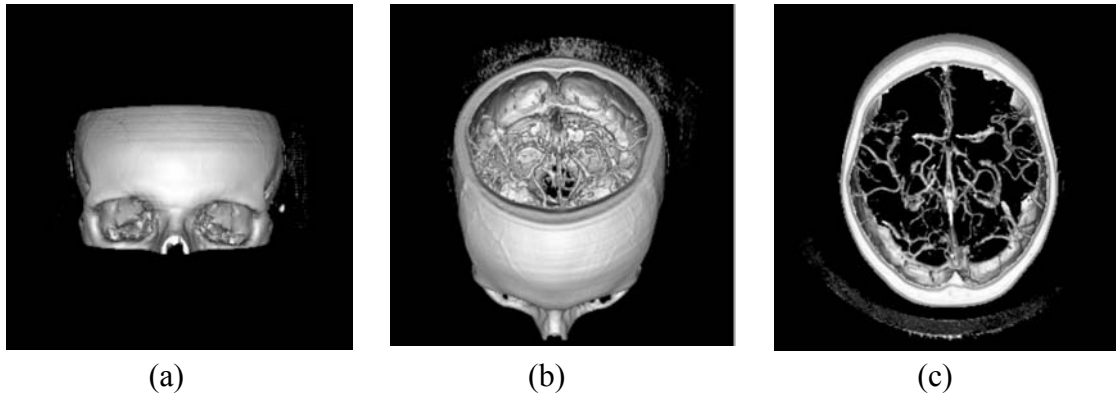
Imagens geradas por *ray casting* a partir de dados volumétricos obtidos via CTA espiral de estruturas vasculares de um cérebro humano. Nas imagens (a), (b) e (c), podem ser observadas, de diferentes pontos de vista, as estruturas vasculares no centro do crânio, sendo que (c) foi adquirida com um menor número de fatias em relação à (a) e (b) de modo a evidenciar melhor os vasos entre o crânio.
